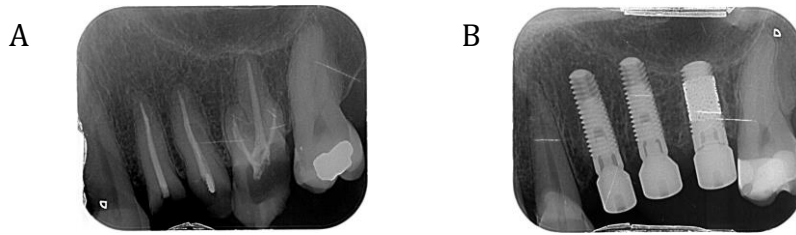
Radiografías periapicales. A. Imagen diagnóstica previa a la extracción de los restos radiculares 24, 25 y 26. B. Imagen posterior a la colocación de implantes.
